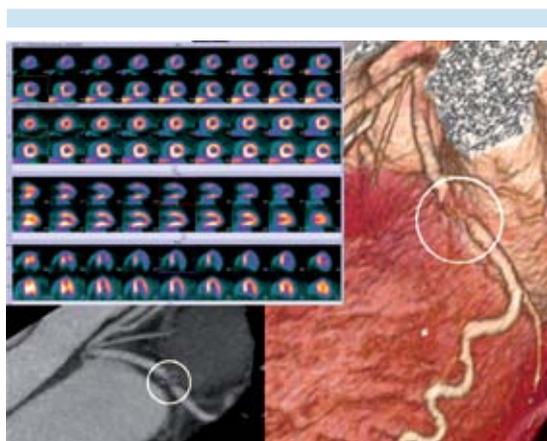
Correlación de imágenes por tomografía por emisión de positrones, protocolo de perfusión con 13N-amonio en reposo y en estrés. El estudio muestra un defecto reversible de la perfusión de predominio lateral y apical, indicativo de isquemia miocárdica en esa región; sugiere territorio de la arteria descendente anterior. En la imagen por tomografía computada se observa una lesión obstructiva de la arteria descendente anterior (círculo inferior izquierdo) que también se observa en la reconstrucción tridimensional del estudio (círculo superior derecho).
